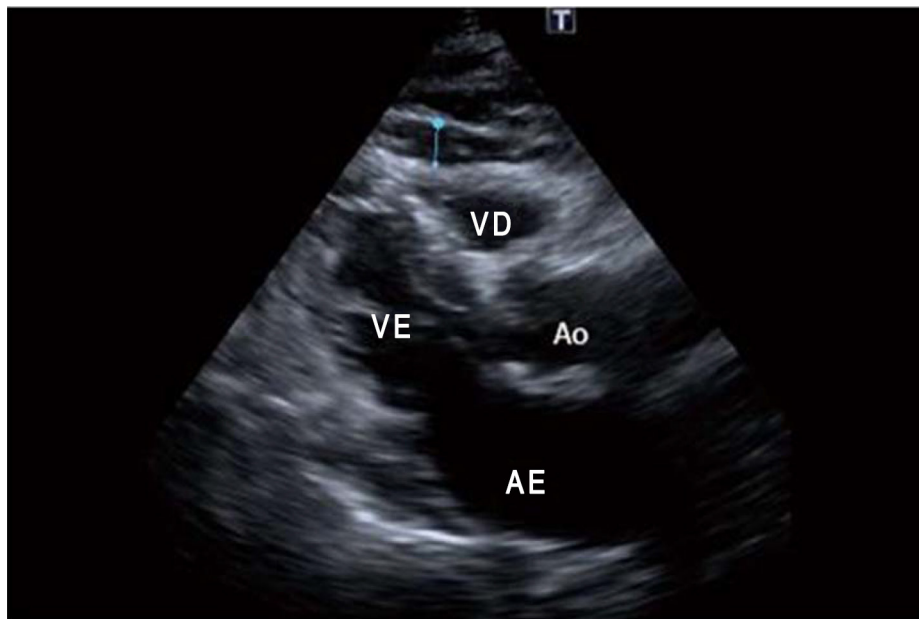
Medida da espessura da gordura epicárdica através de ecocardiografia transtorácica bidimensional. VD: Ventrículo direito; VE: Ventrículo esquerdo; Ao: Aorta; AE: Átrio esquerdo.
